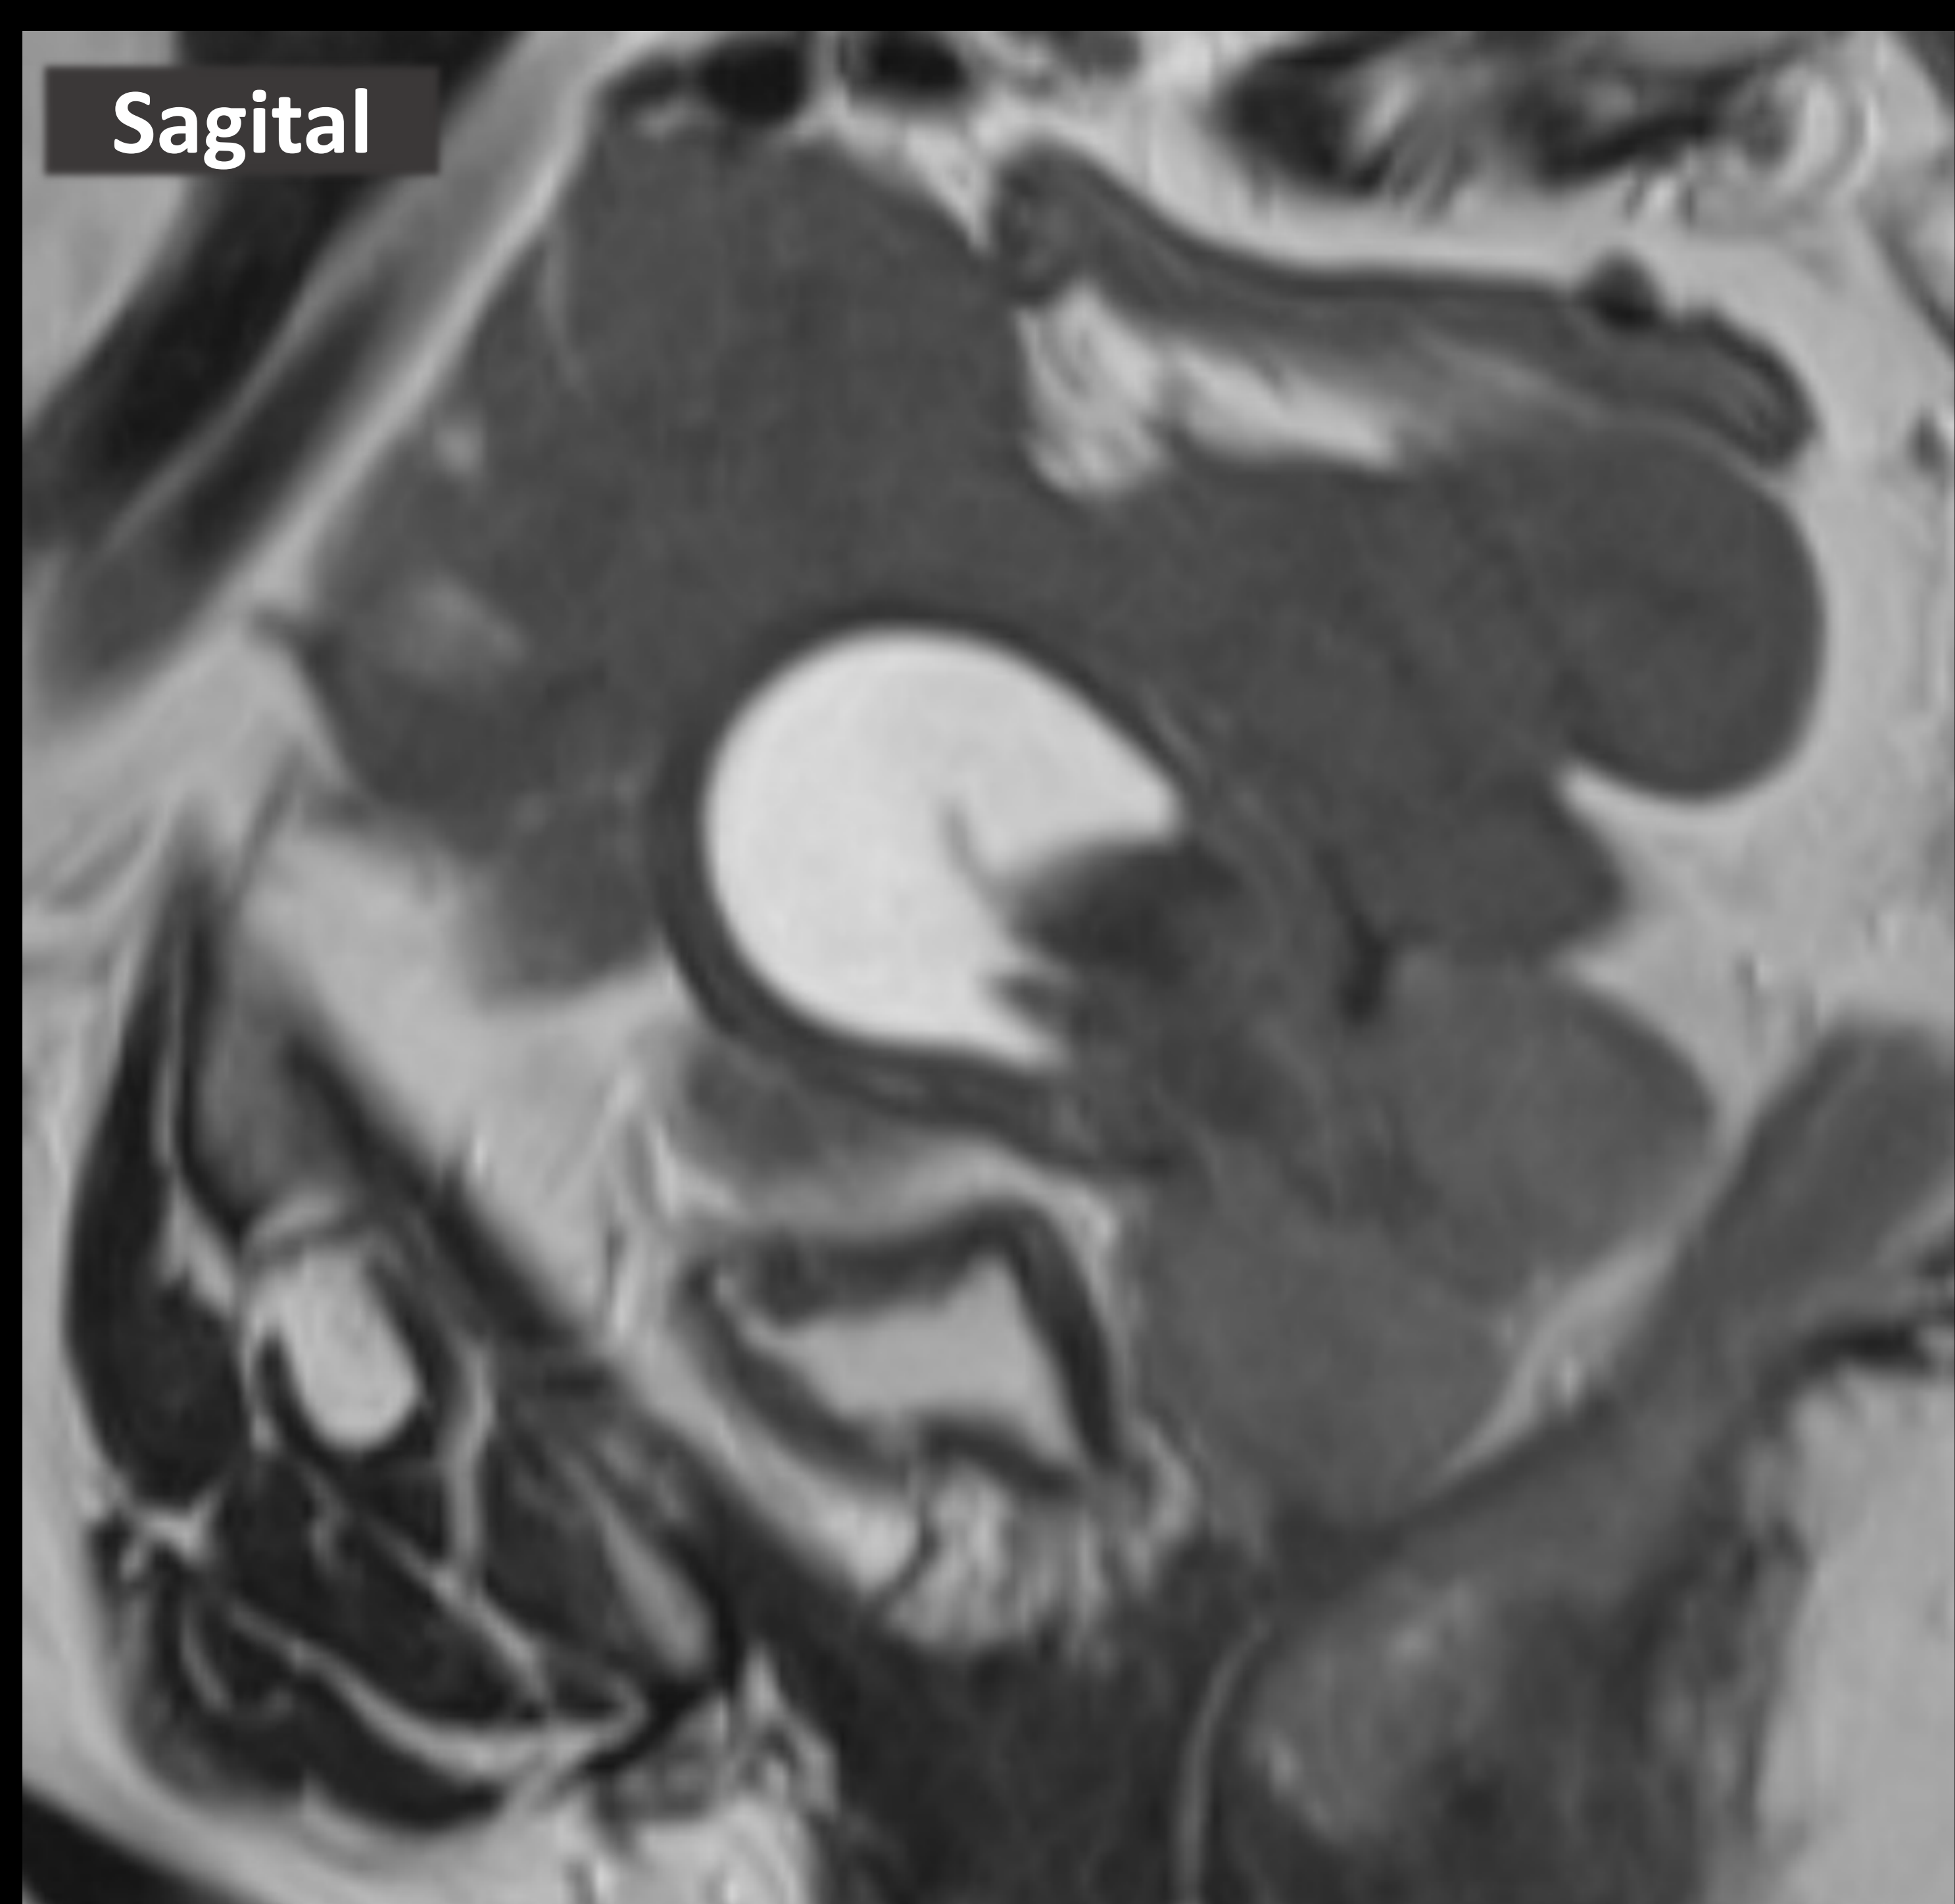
RM de pelvis en paciente con antecedentes de biopsia de cérvix con diagnóstico histológico de carcinoma de célula escamosa. Plano sagital y axial, imágenes ponderadas en T2. Tumoración cervical estenosante de 4 cm en su eje mayor, que se extiende desde el istmo uterino-orificio cervical interno hasta el externo, produciendo una obstrucción y distensión de la cavidad endometrial, ocupada por secreciones. La lesión protruye hacia la cúpula vaginal, que presenta una aparente infiltración de la misma, e invade el parametrio izquierdo. Además, contacta con una asa de íleon pélvico, que presenta una irregularidad de la serosa.
